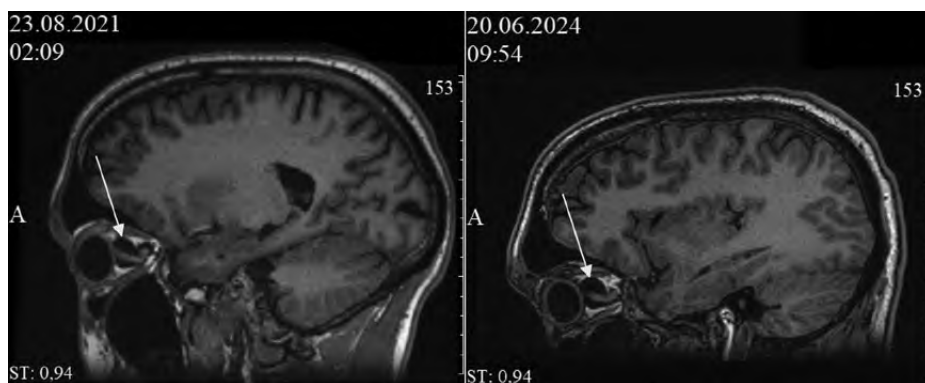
МРТ-картина периневральных кист пациента в динамике в 2021 г. и 2024 г.
